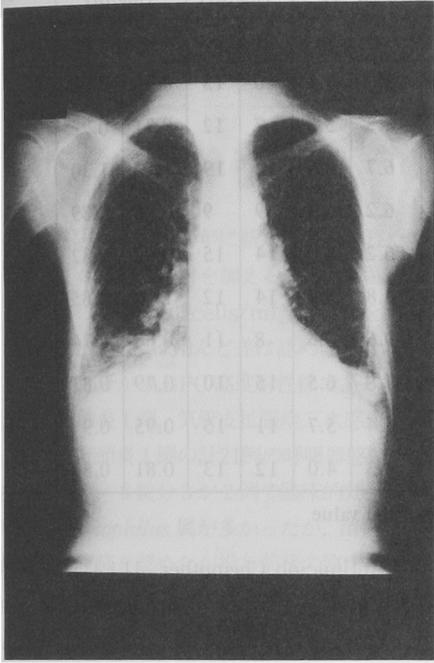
Roentgenogram of case 6
